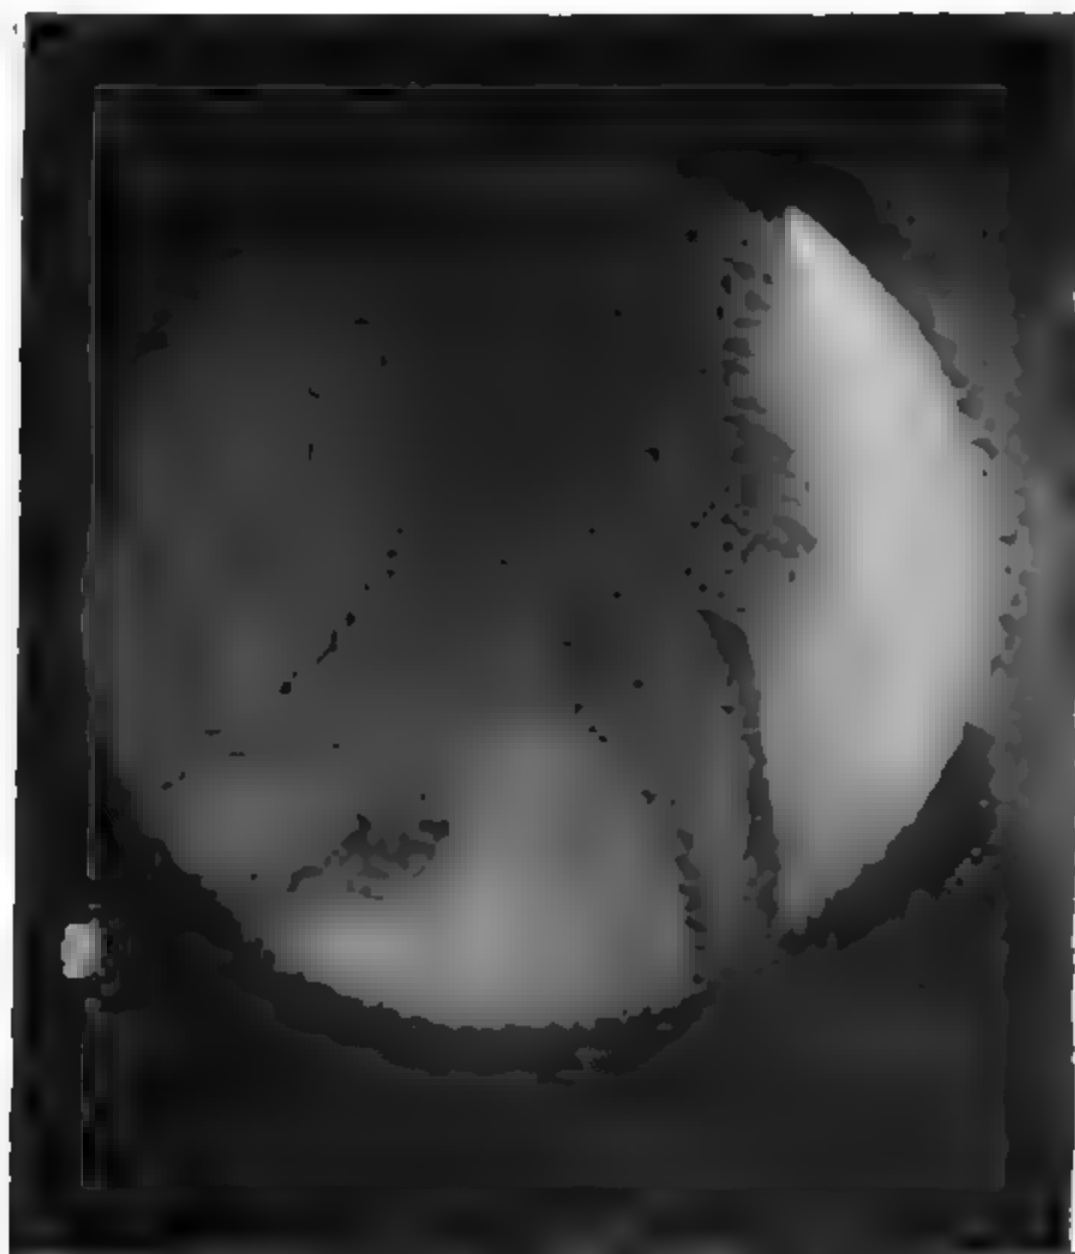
III. — Radiographie prise de dos.
